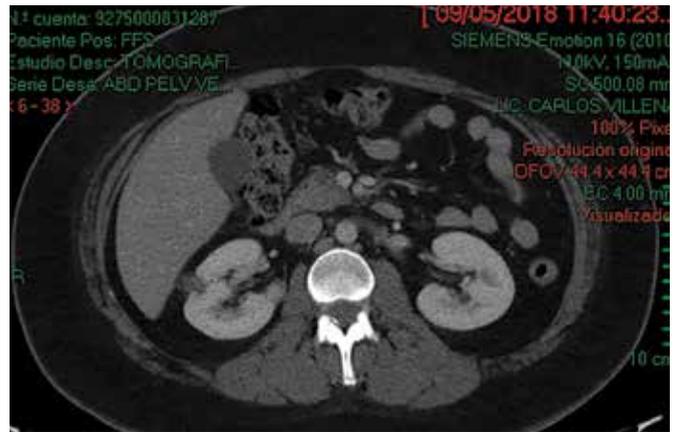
Urotomografía (Uro-TC) corte axial, en fase venosa.
